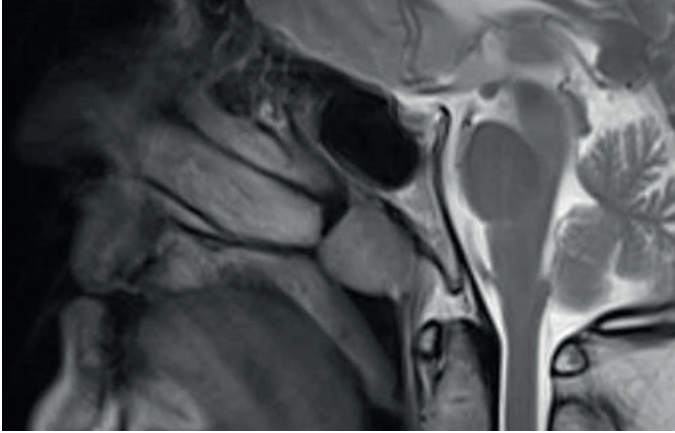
Resonancia magnética a nivel de rinofaringe que muestra la ocupación de esta.
